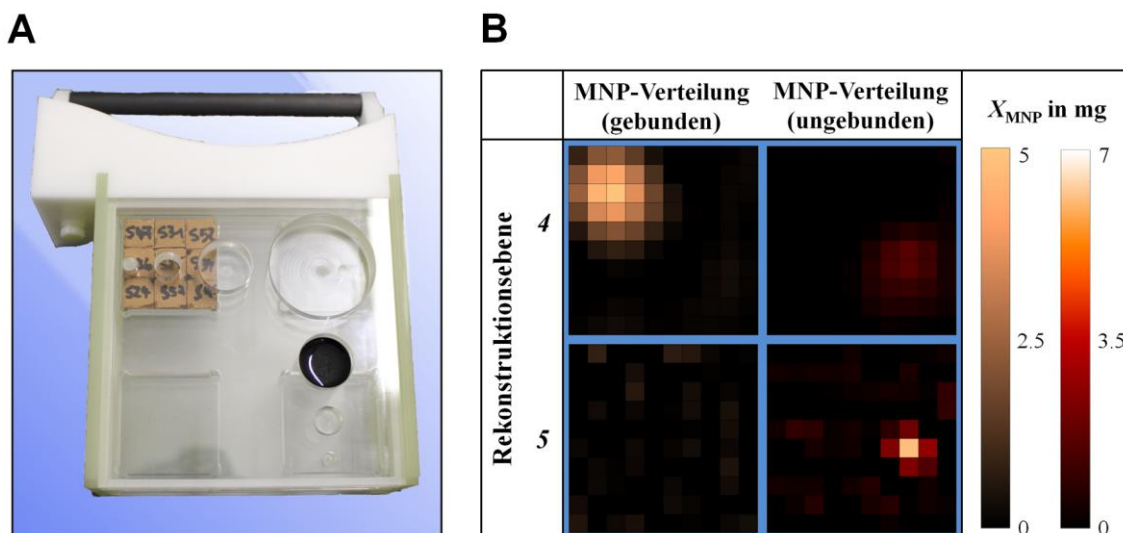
Bindungsspezifische MRX-Tomographie: A) MNP-Support (ROI Tumor) mit 1 ml MNP-Suspension (12 mg MNP) in Ebene 5 and 9 MNP Gipswürfeln (6.4 mg/Würfel) in Ebene 4. B) Mittels Minimum-Norm-TSVD Verfahren ermittelte MNP-Verteilungen aus den MRX-Tomographiedaten unter Verwendung des phänomenologischen Datenmodells für gebundene (links) und ungebundene MNP (rechts).
